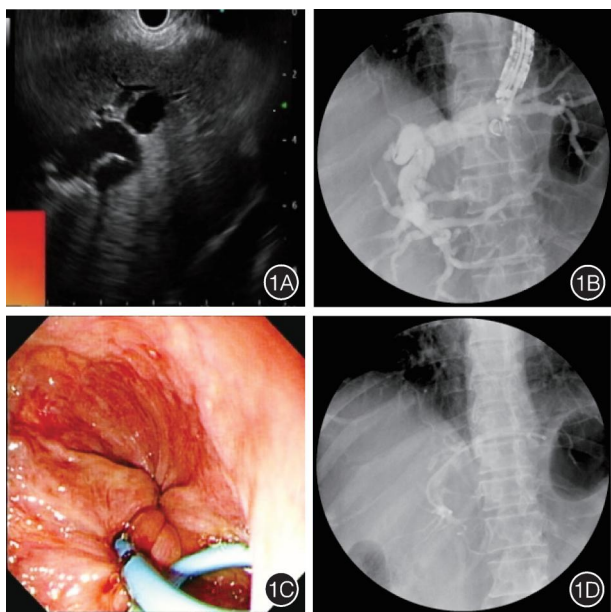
超声内镜下肝胃吻合术 1A: 超声内镜扫描左肝内胆管; 1B: 注入造影剂显示肝内外扩张胆管; 1C: 内镜下胃腔中行透壁引流的双猪尾塑料支架; 1D: X 线透射下的双猪尾塑料支架
